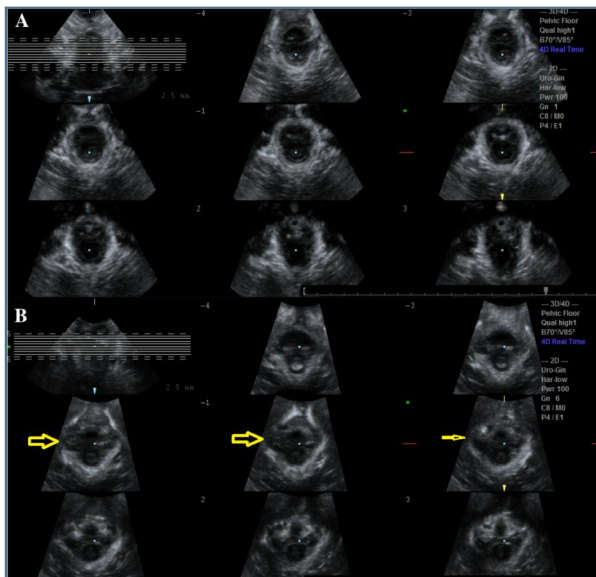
Tomografia ultrassónica
